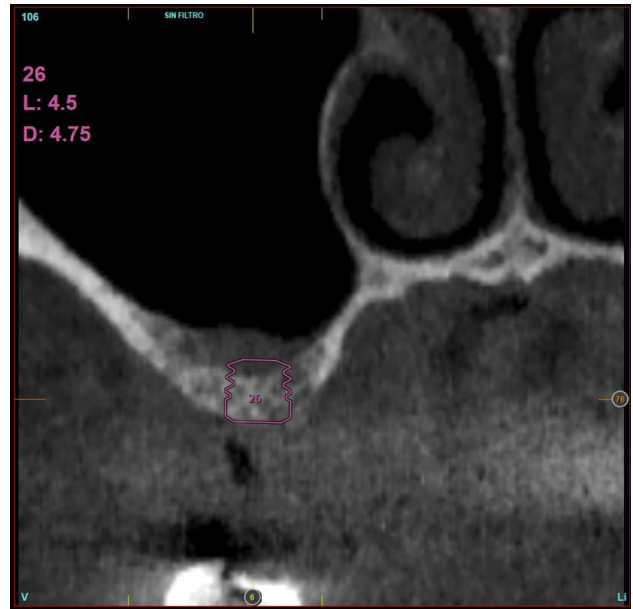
Cortes del CBCT previo a la inserción del implante y la elevación transcristal, y posterior tras la consolidación del injerto y la oseointegración del implante 6 meses después de la cirugía. Se observa una ganancia ósea de 4 mm.
